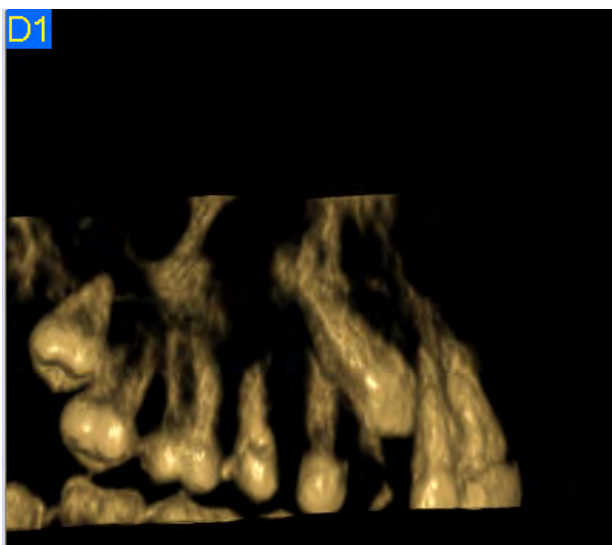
Impacted canine in cone beam computed tomography (CBCT) – frontal section.
